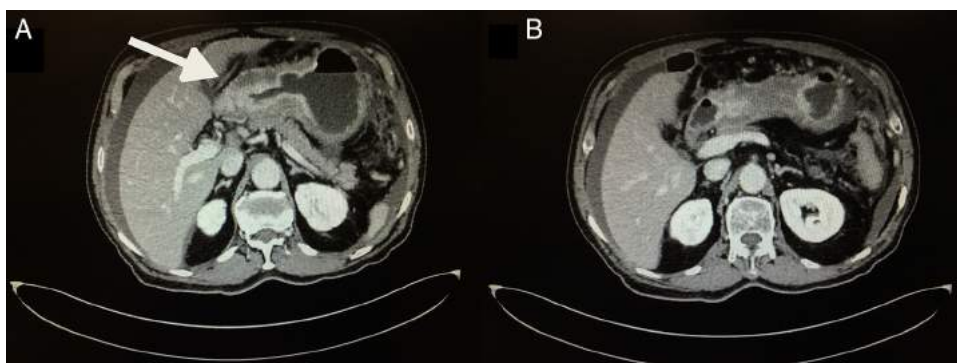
Tomografía computarizada en corte axial donde se observa neoformación localizada en antro y píloro.
